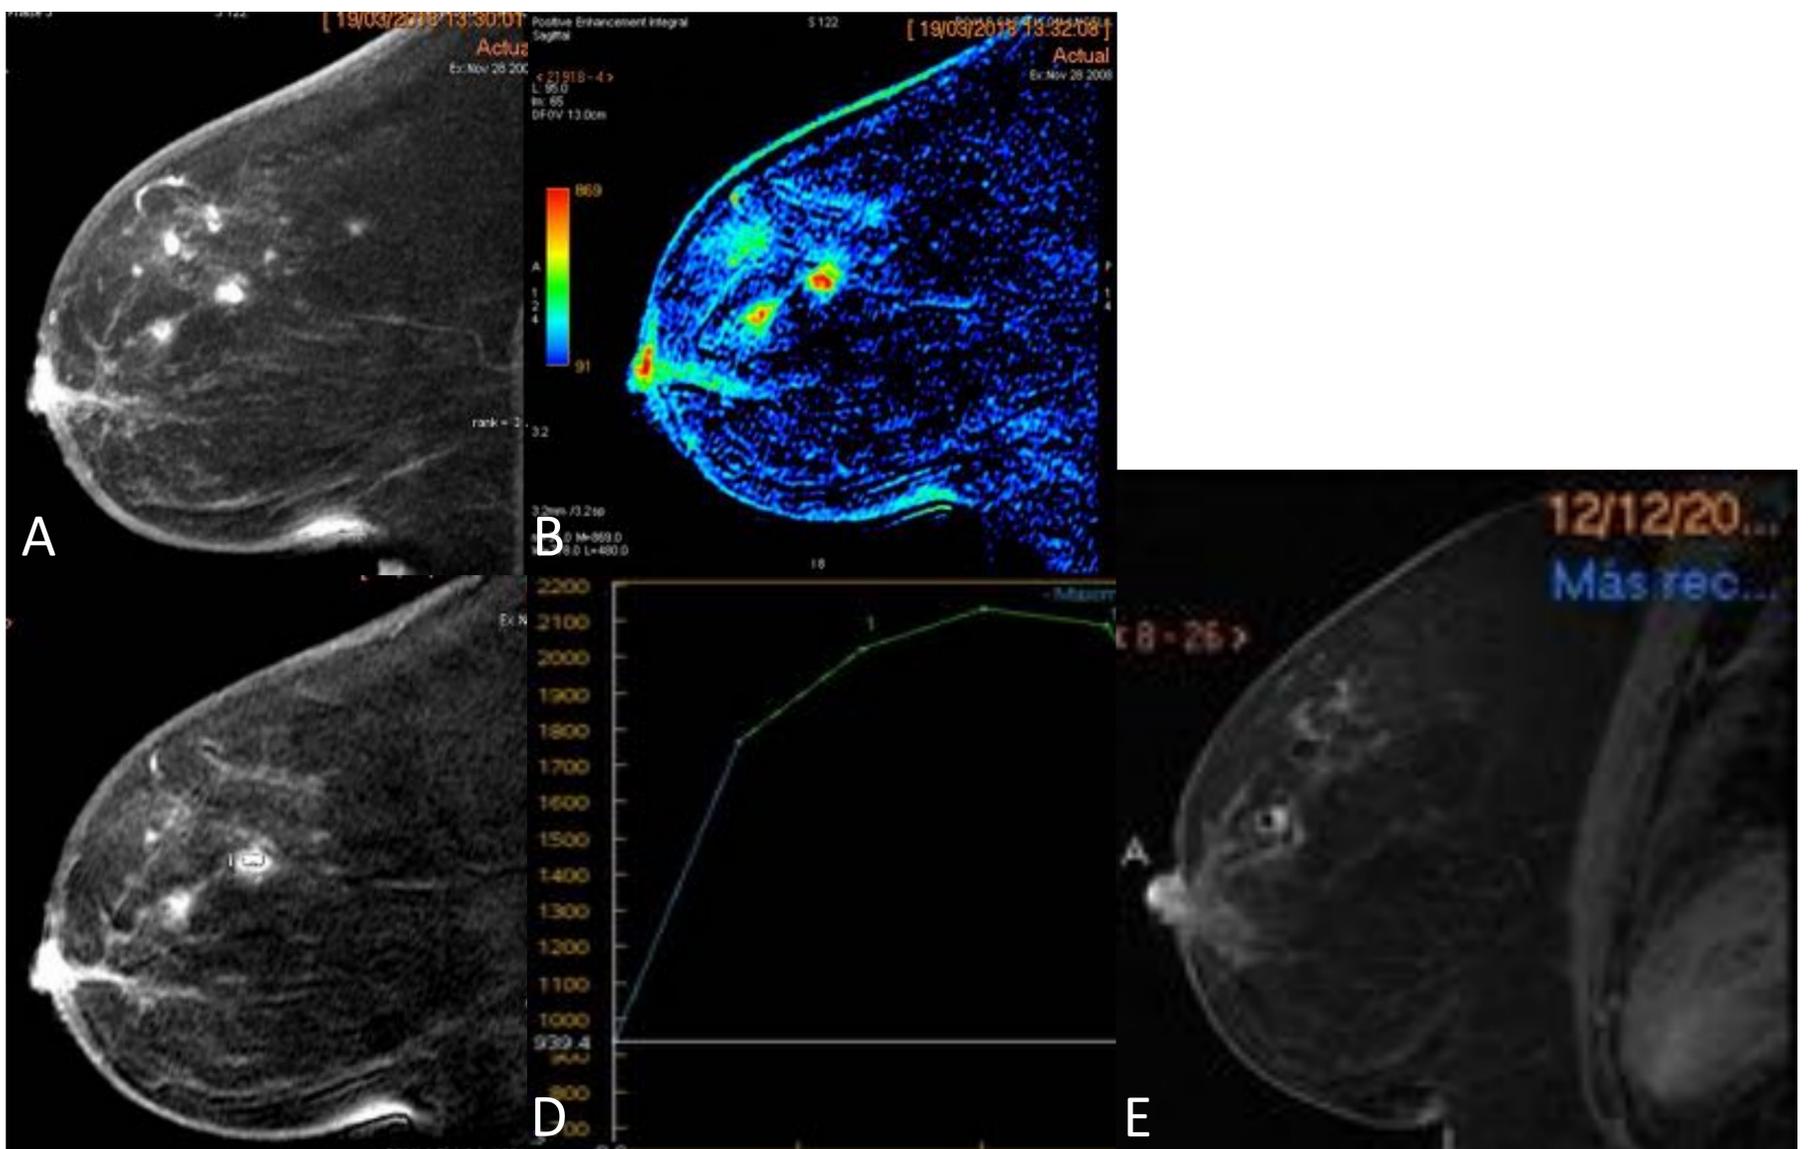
Mujer de 65 años diabética de larga evolución, no insulinodependiente, cuya mamografía de revisión (imágenes no disponibles) muestra pequeñas densidades nodulares en mama izquierda y se recomienda ampliar estudio. A, B, C, D. Secuencia dinámica RM 3D T1 alta resolución con supresión grasa minuto 2 tras contraste, plano sagital de mama izquierda. En intercuadrantes superiores y CSE de mama izquierda, se visualizan cinco pequeñas imágenes focales con captación de contraste precoz y realce progresivo con curva tipo 1. Las lesiones miden entre 3 mm y 6 mm y muestran márgenes discretamente irregulares. Se recomendó estudio histológico mediante BAV guiada por RM (E).
